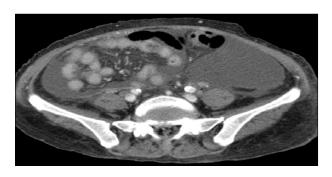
64세 여자 췌장암 환자의 복부 컴퓨터 단층 촬영 사진.
